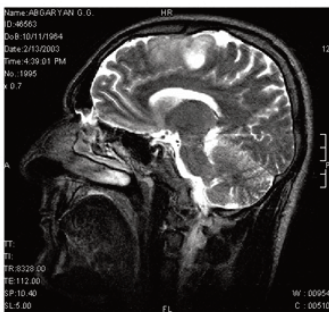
Данные МРТ. Внутримозговая опухоль в проекции задне-лобной области слева
